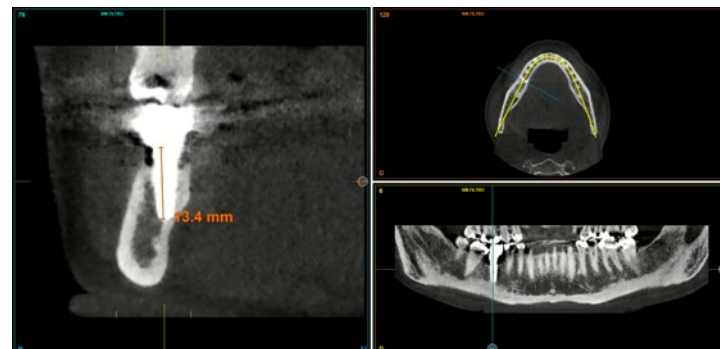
CBCT de planeamento mostrando a posição do ápice do implante a ser extraído com uma proximidade à cortical lingual, bem como o comprimento total do implante, que é de 13 mm.
